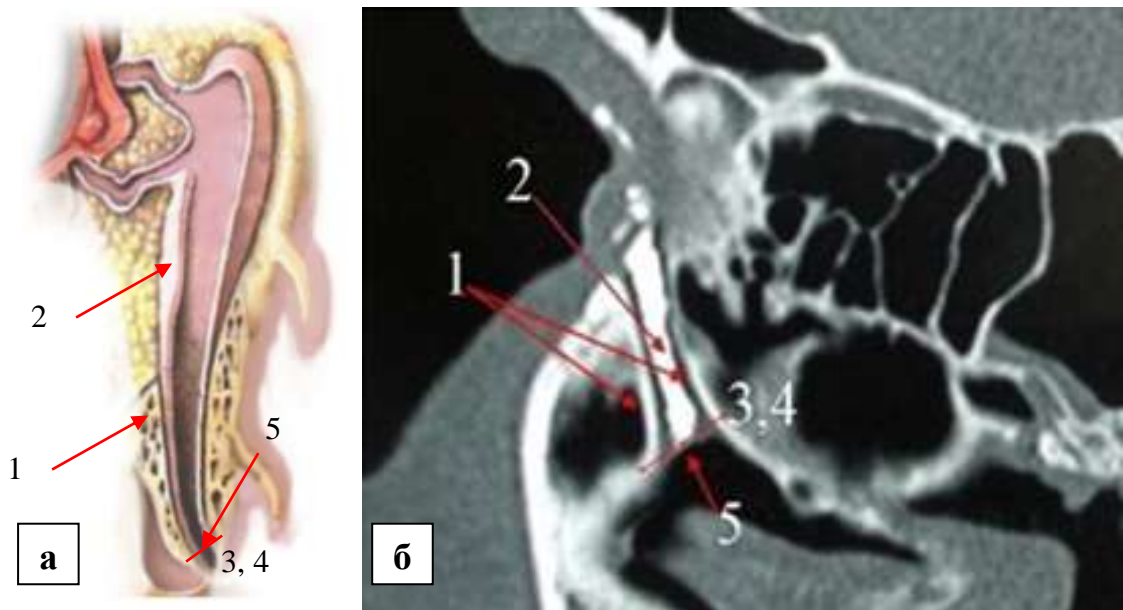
МСКТ-изображение СОП в сагиттальной реконструкции у добровольца без патологии СОП и первым вариантом строения устья НСП.
